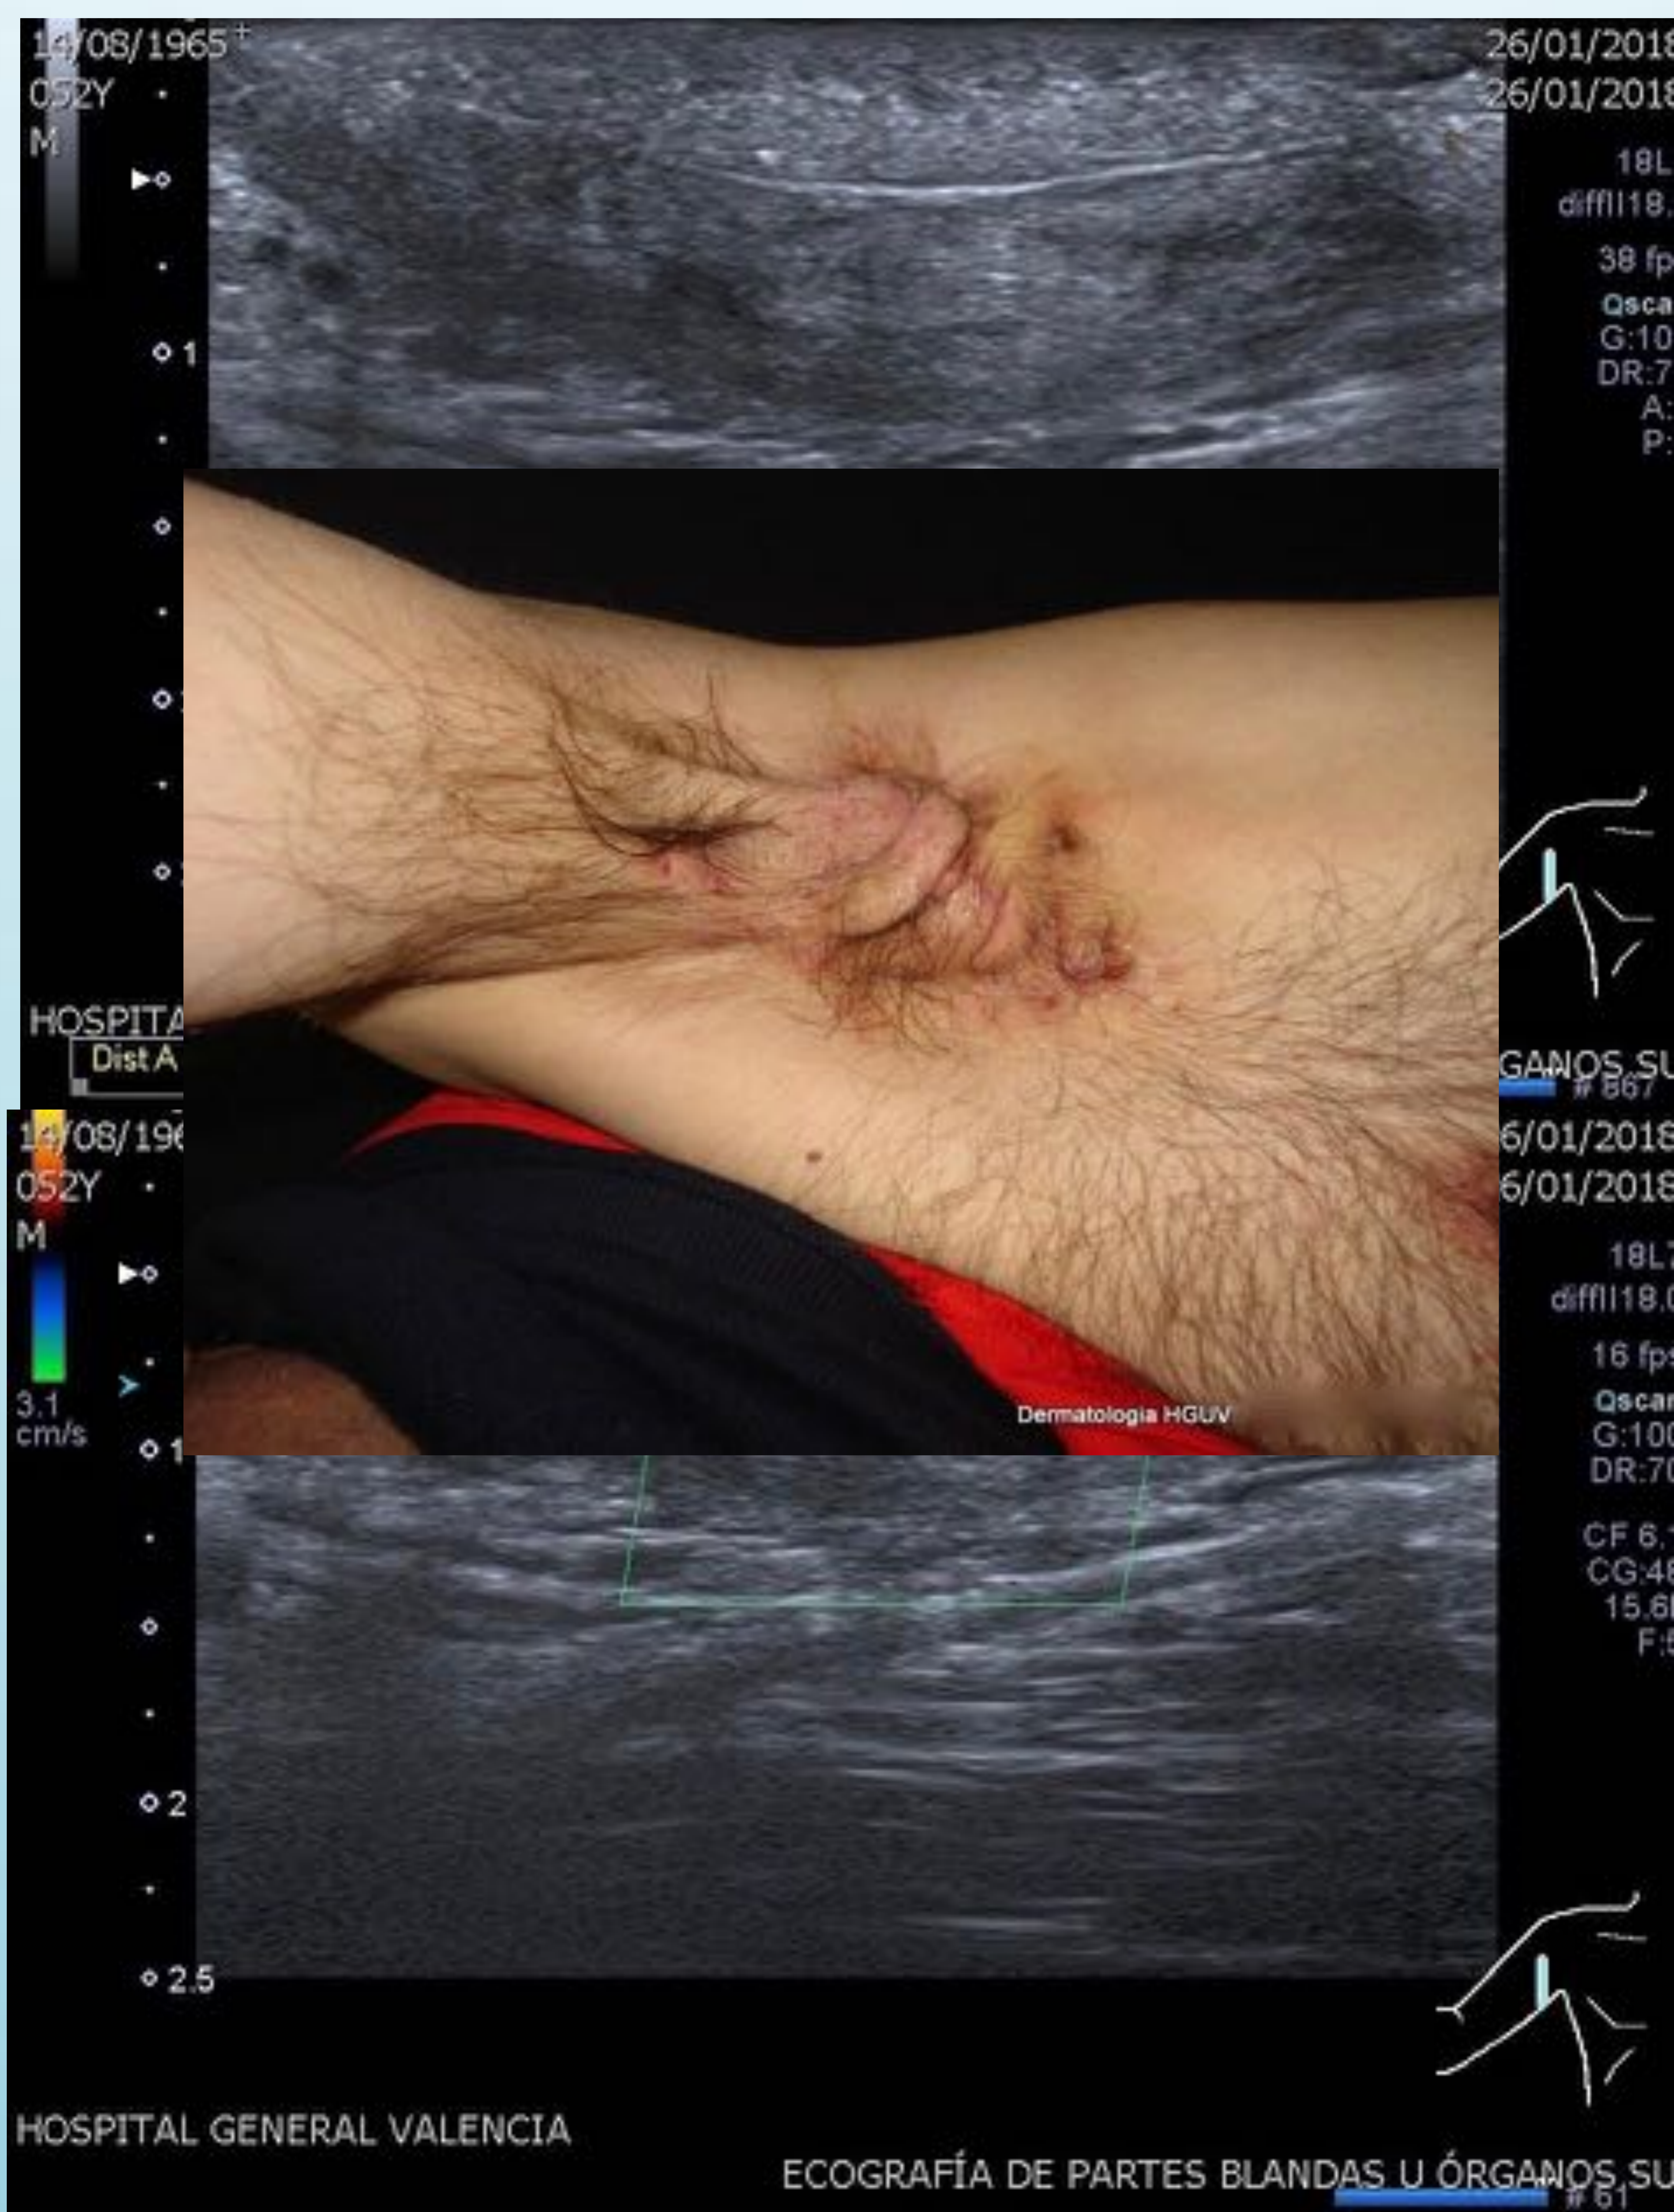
mismo paciente anterior, axila izquierda en la que se ven trayectos fiistulosos, sin que en el Doppler se aprecie actividad inflamatoria.
